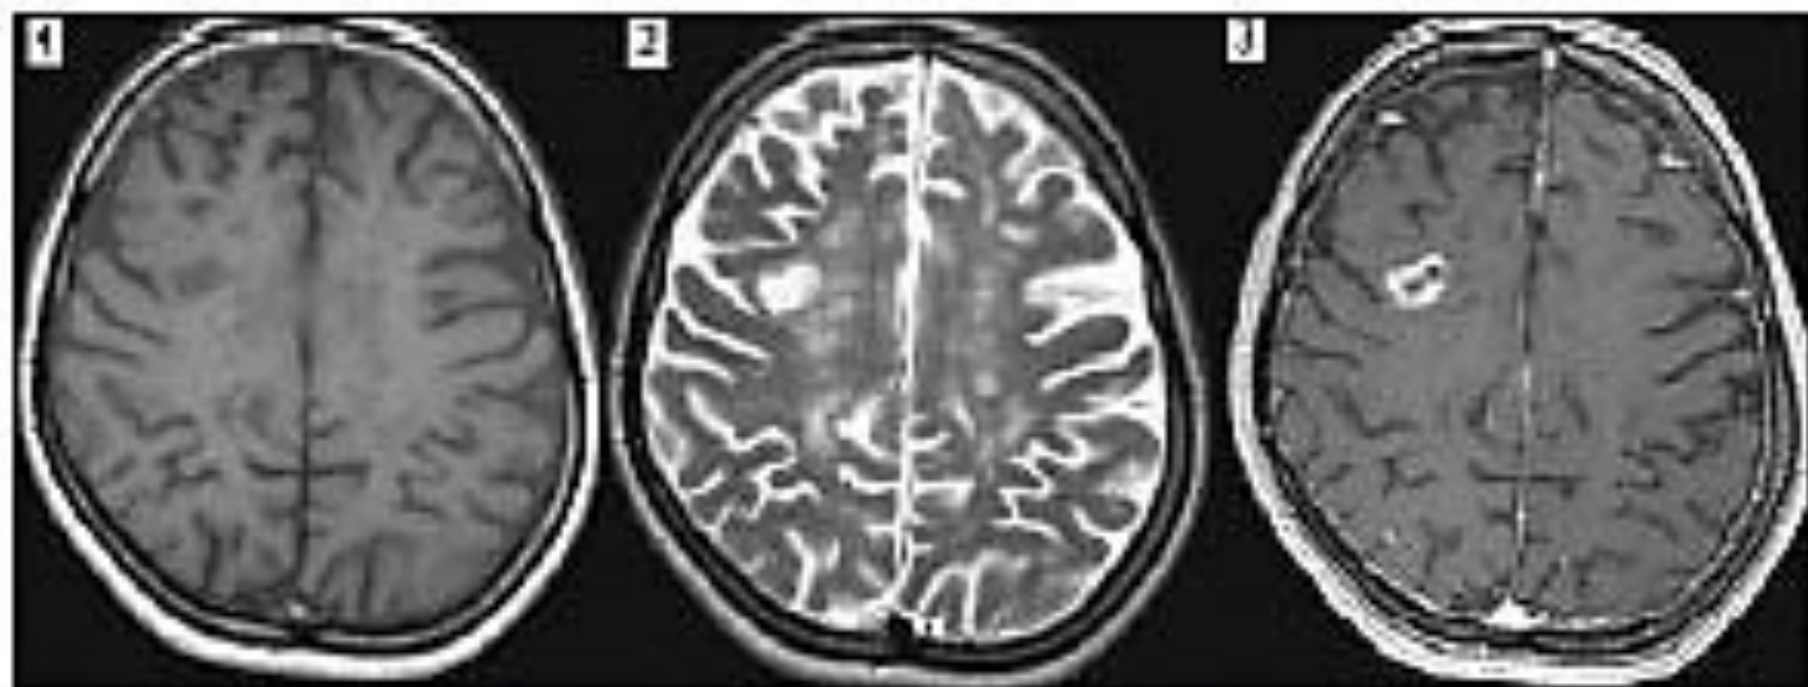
МРТ головного мозга больной З.М.Ю.
